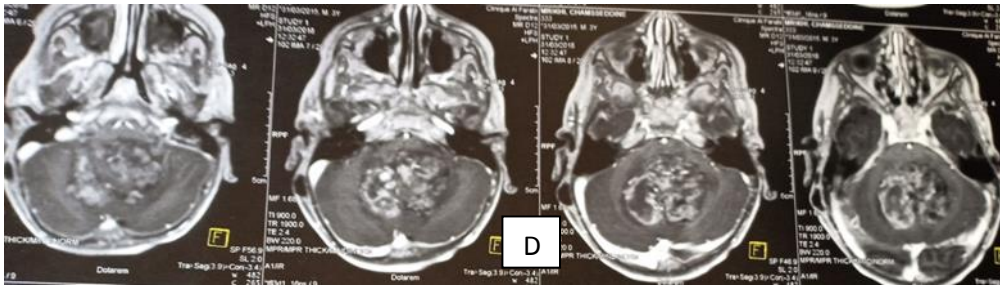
C) : IRM coupe sagittale, D): coupe axiale T1 injectée Tumeur de siège vermien avec extension intra ventriculaire à contour polylobé avec rehaussement hétérogène .
